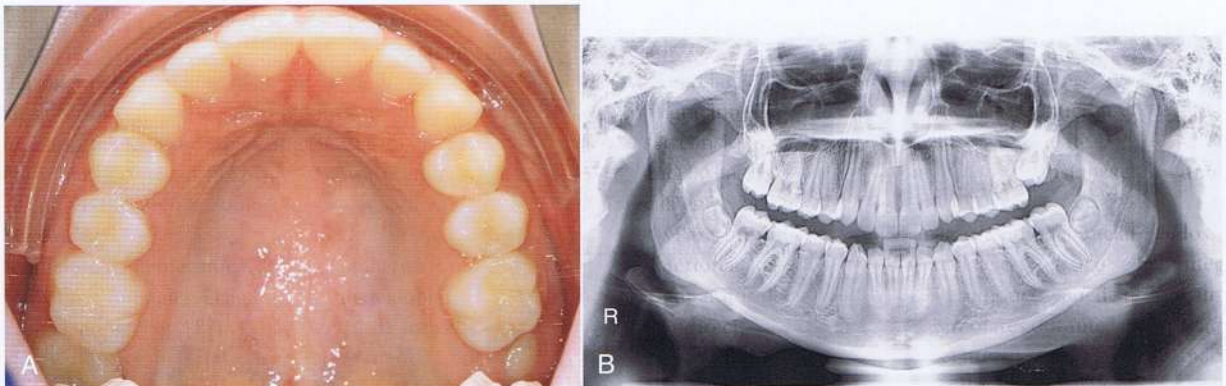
A, vista intraoral y (B) ortopantomografía de una paciente de 14 años de edad, con el segundo molar superior izquierdo impactado.
